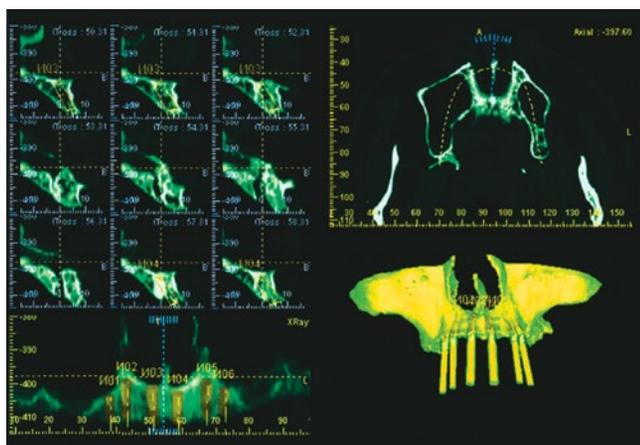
Использование КТ для планирования установки имплантатов
